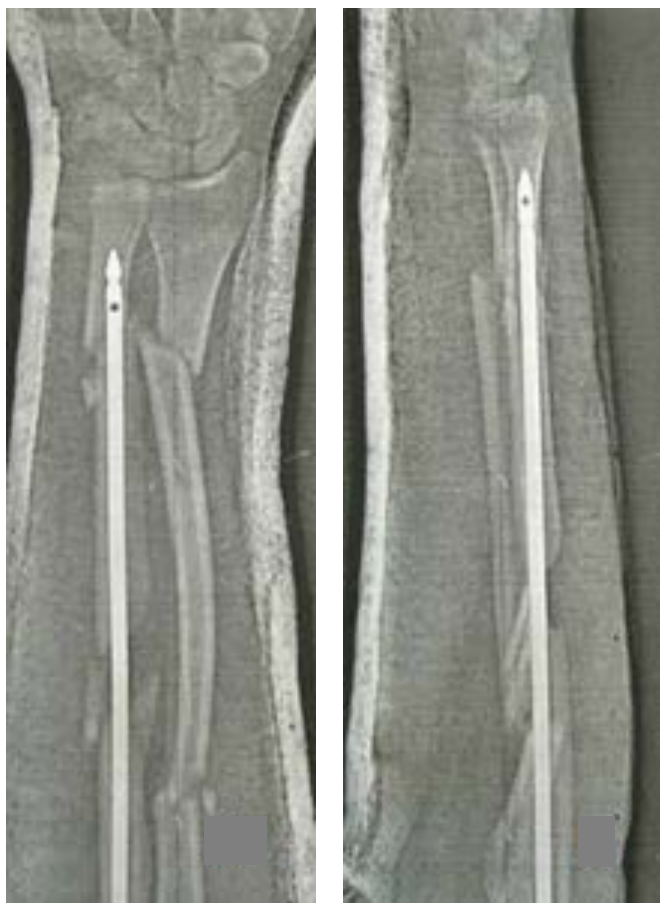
Пациент С., рентгенограммы при поступлении в клинику (4 мес. с момента травмы)
